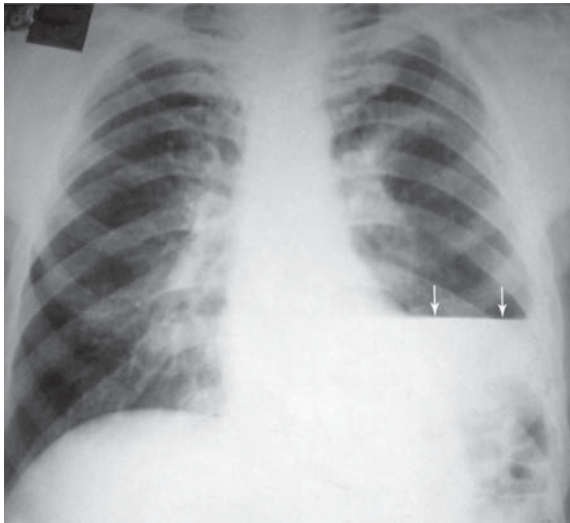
Эмпиема плевры справа. Обзорная рентгенограмма грудной клетки в прямой проекции. Определяется уровень жидкости (отмечен стрелками) с уровнем газа над ним.
